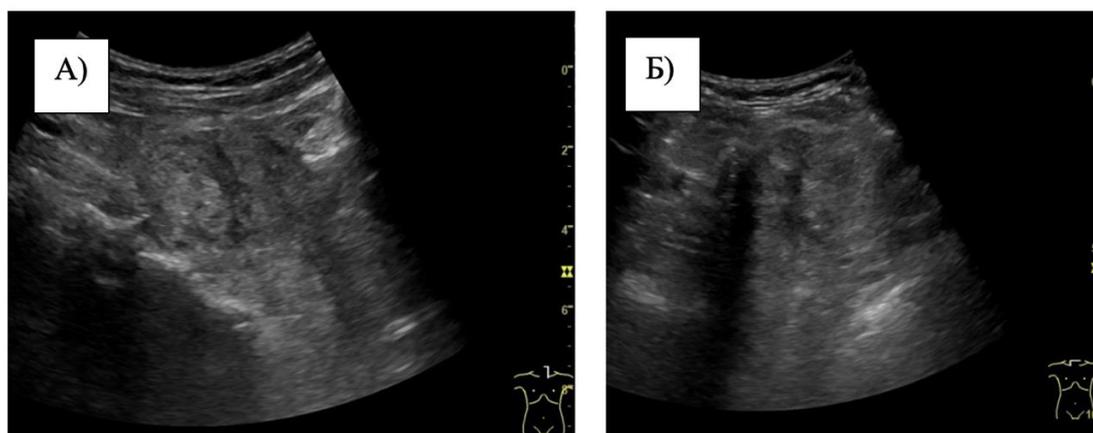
УЗИ ЩЖ при загрудинном зобе объемом 260 см³ (секторный датчик 3,5-5 мГц, серошкальный режим) – контуры ЩЖ и ее границы определяются нечетко: А) продольное сканирование; Б) поперечное сканирование.
